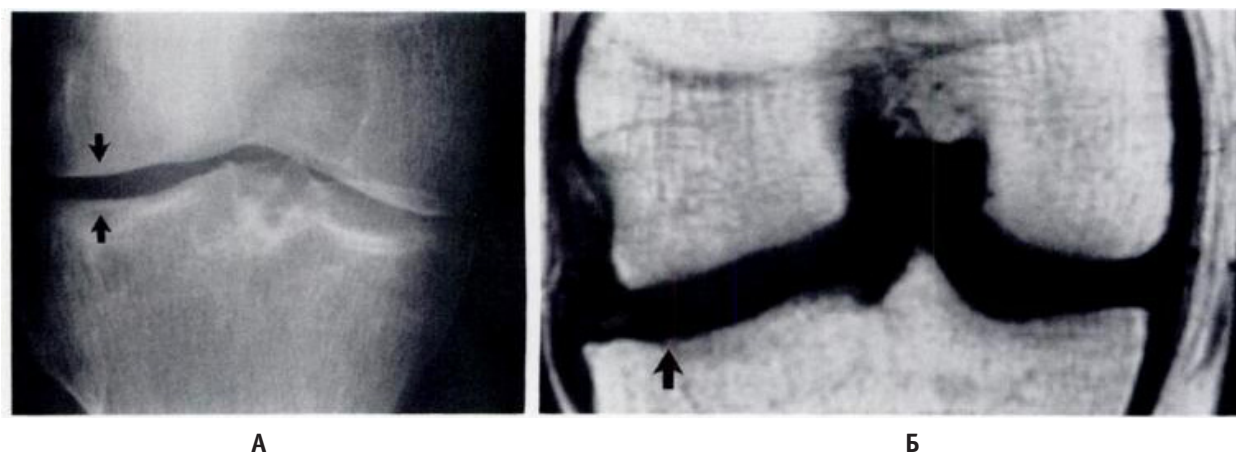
Рентгенограмма и МРТ больной Ш., 58 лет. А) Рентгенограмма показывает умеренное расширение латерального отдела суставной щели. Б) МРТ показывает истончение хряща в этом же отделе
